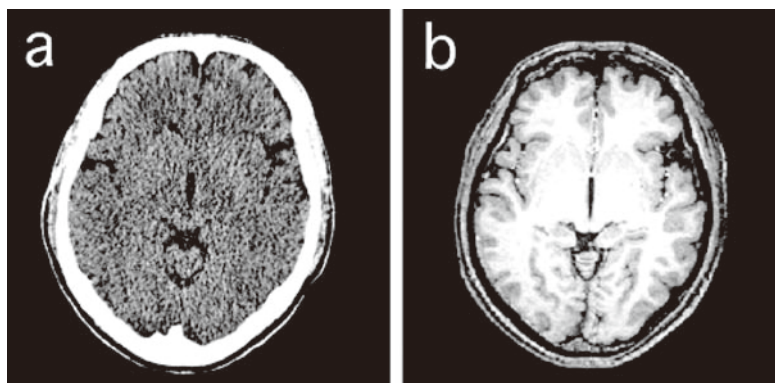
Comparison between X-ray CT and MRI images. (a) X-ray CT image. (b) MRI image (T1-weighted image).
